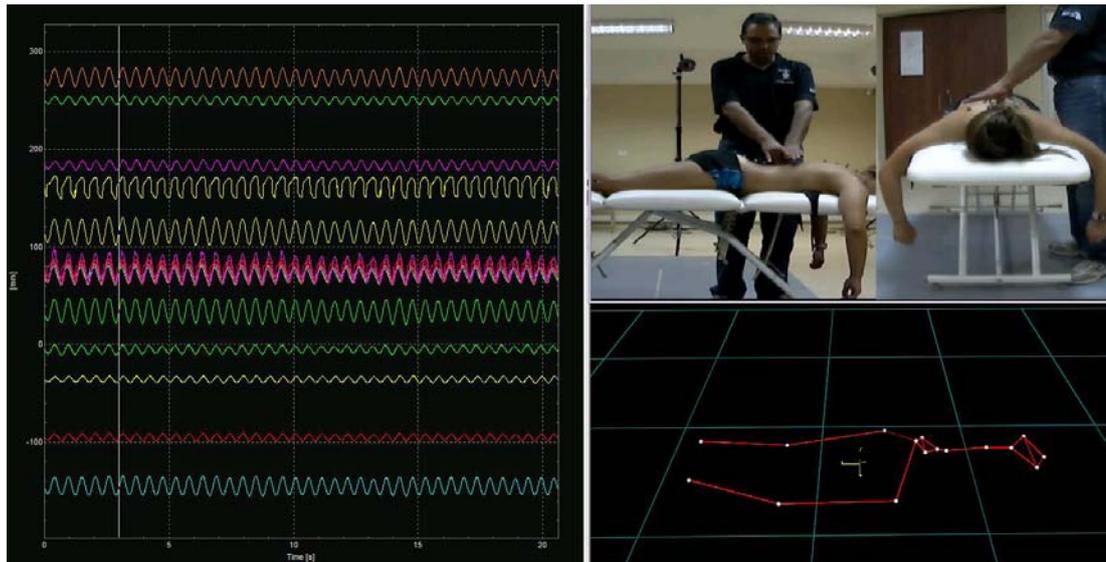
Resonancia de todos los marcadores.
